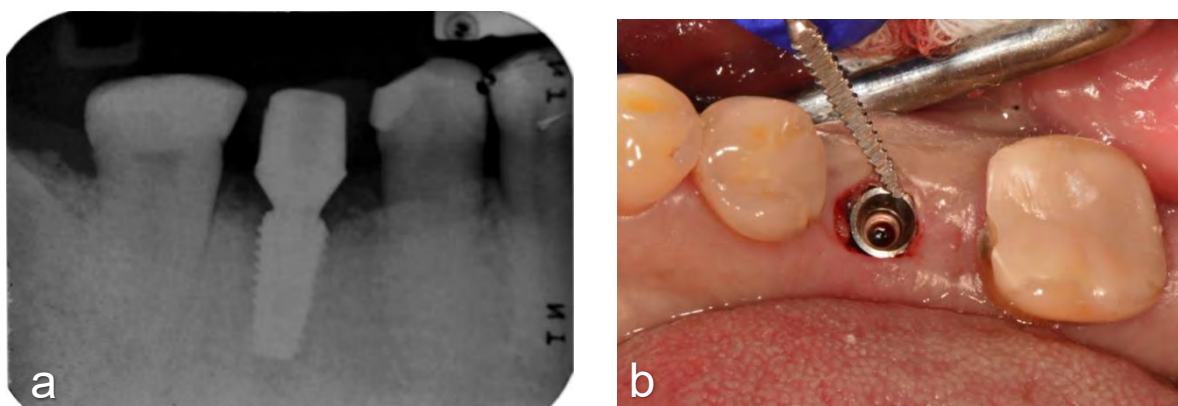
a) Radiografía postoperatoria. b) Sitio al final de la cirugía.⁴⁷
